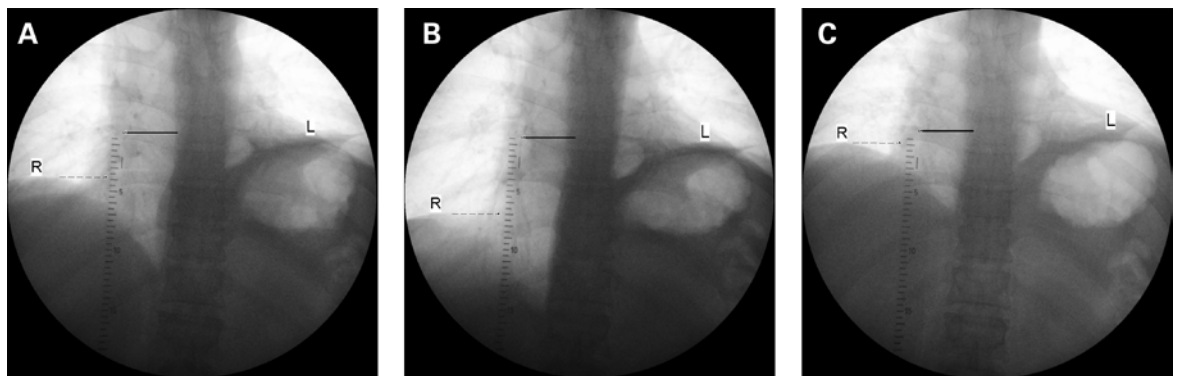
Röntgendurchleuchtung der Lunge mit Bildverstärkung. L: linke Zwerchfellkuppe, R: rechte Zwerchfellkuppe. Die durchgehende Linie zeigt auf einem Massstab die Höhe der linken Zwerchfellkuppe an, die gestrichelte Linie die Höhe der rechten Zwerchfellkuppe bei Expiration (A), tiefer Inspiration (B), tiefer Expiration (C).
